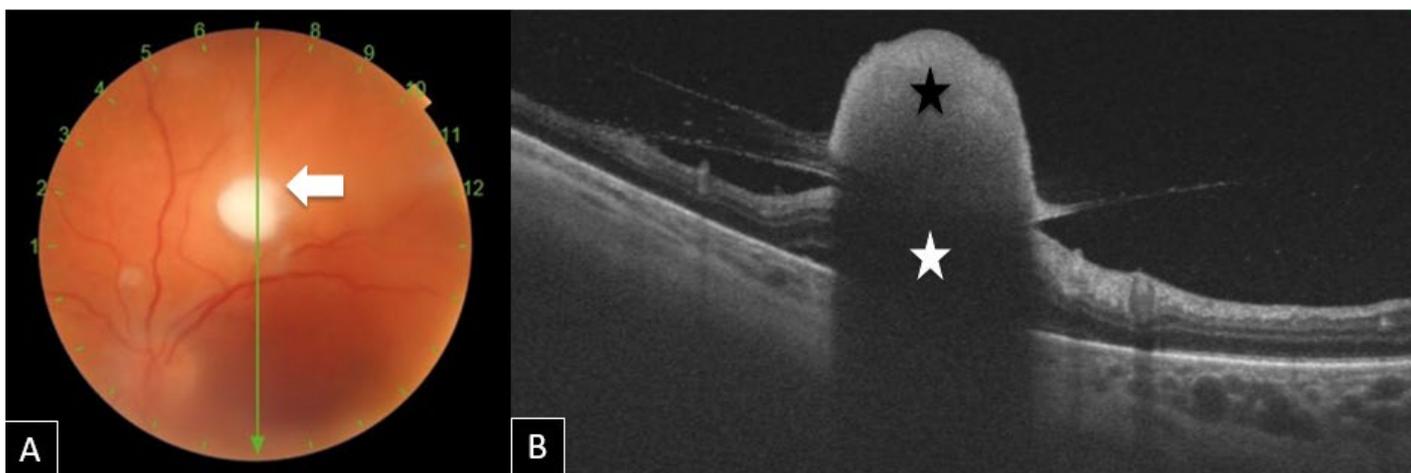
A) Retinografía con flecha verde marcando el área estudiada por la tomografía de coherencia óptica. Lesión algodones blanquecina protruyendo a la cavidad vítrea (flecha blanca). B) Tomografía de coherencia óptica, lesión coriorretiniana con extensión a cavidad vítrea (estrella negra), generando el característico “signo nube de lluvia”, debido a la forma de nube blanca (estrella negra) y a la lluvia en su parte inferior (estrella blanca).
